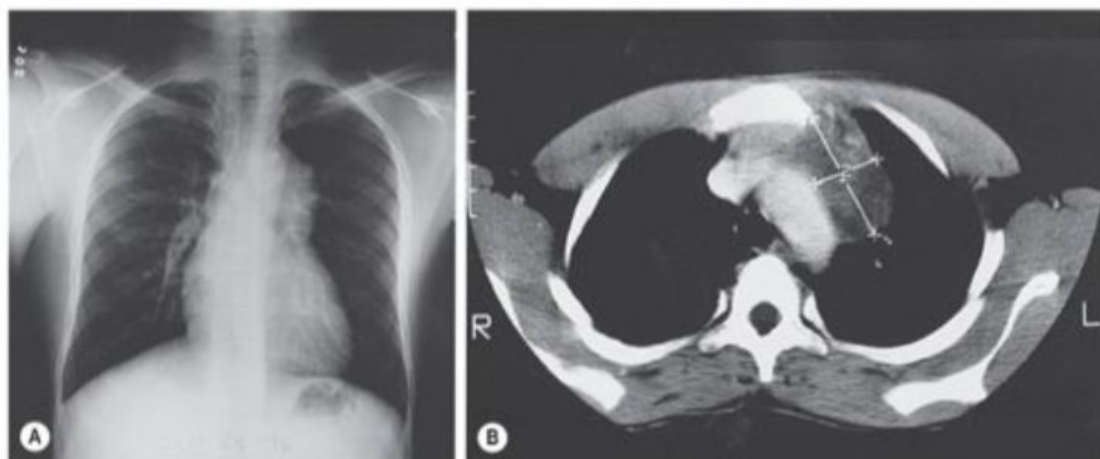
(A) Un niño africano de 13 años presenta una masa mediastínica anterior asintomática que fue descubierta en la radiografía sistemática de tórax de inmigración. (B) La TC muestra una masa heterogénea contigua a la aorta, indicativa de una neoplasia (timoma o linfoma). Durante el estudio de una biopsia por aspiración con aguja fina, se realizó una ecografía que señaló la presencia de quistes con residuos (no se muestra). La RM (no mostrada) confirmó la presencia de componentes quísticos y grasa. Se extirpó un teratoma maduro a través de una pequeña mediastinotomía anterior izquierda, resecando el segundo cartilago costal izquierdo.
